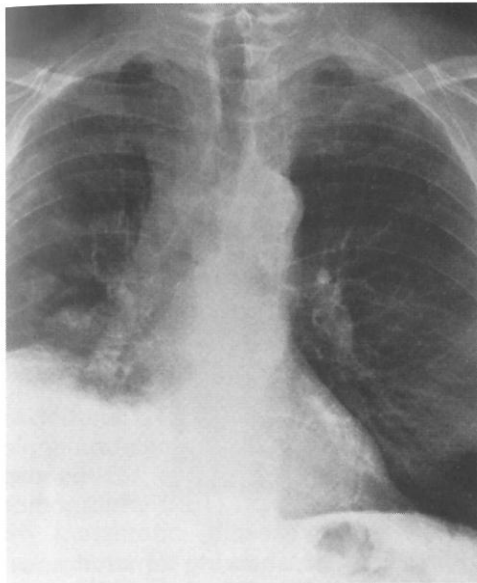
RADIOGRAFIE PULMONARĂ INCIDENTĂ POSTERO-ANTERIOARĂ OPACITATE ÎNTINSĂ, OMOGENĂ DE INTENSITATE COSTALĂ LOCALIZATĂ ÎN ½ INFERIOARĂ A CÂMPULUI PULMONAR DREPT CU LĂRGIREA MEDIASTINULUI.
